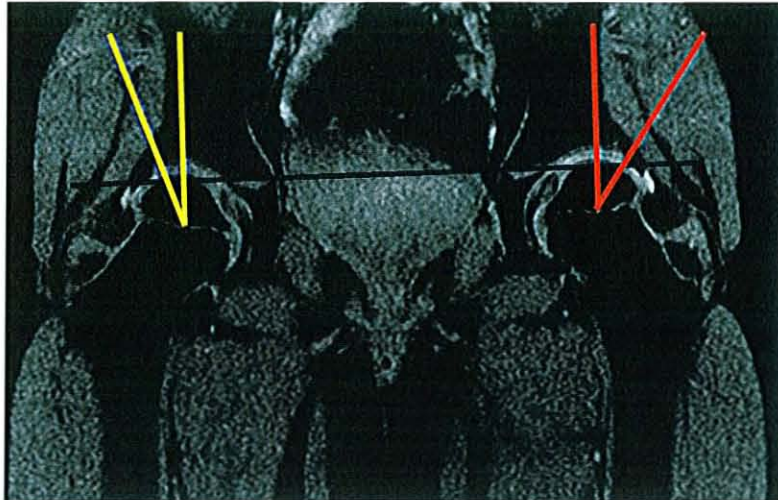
Les angles HTE : oss (jaune), cart (rouge), lab (vert) sur IRM GRE
